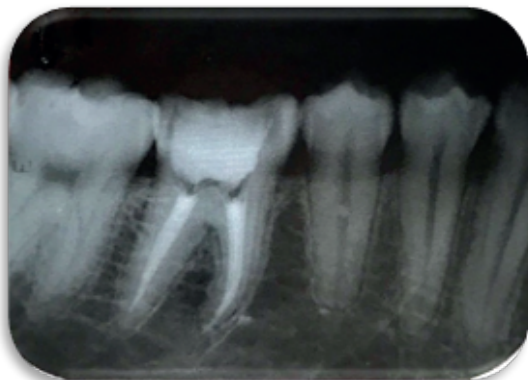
Radiografia final elemento 46
